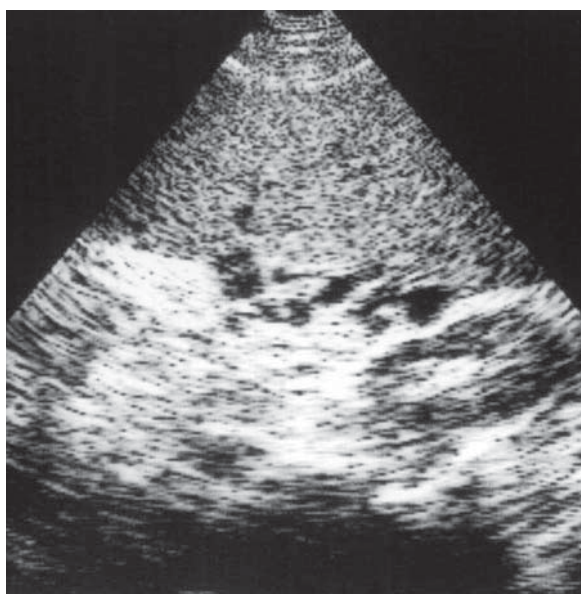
Ciroză hepatică. Ecografie. Splenomegalie. Importantă dilatare a vaselor splenice.
